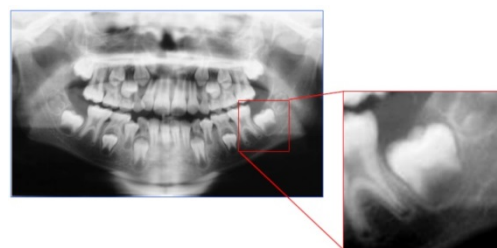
Radiografia panorâmica, com observação do segundo molar inferior permanente esquerdo para verificação do desenvolvimento dentário. (Modificada)
